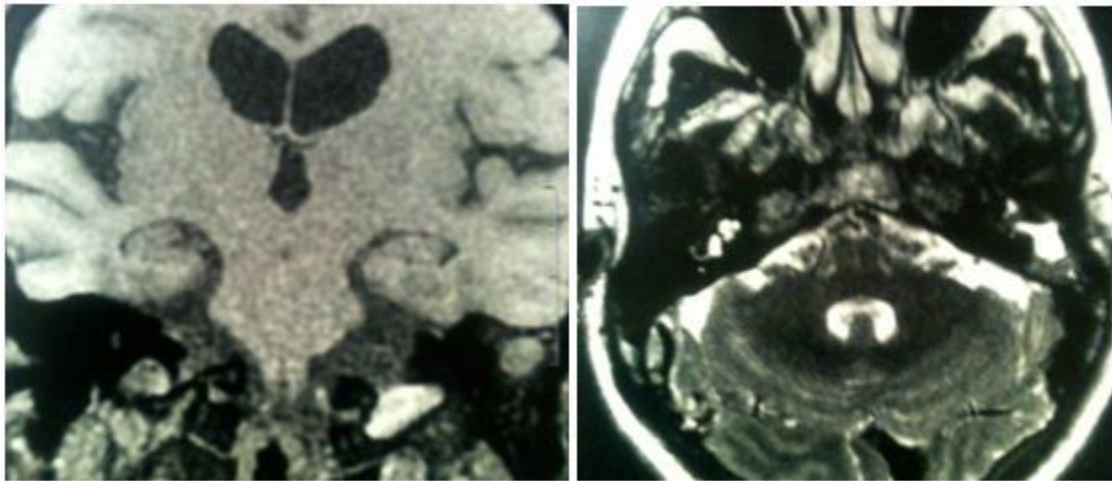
Resonancia magnética en un caso de granulomatosis de Wegener en la cual se observa lesión en epi y mesotímpano izquierdo, isointenso en T1 e hiperintenso en T2 y FLAIR, con reforzamiento con administración de contraste, compatible con tejido de granulación. No se observa señal de cóclea y canales semicirculares
